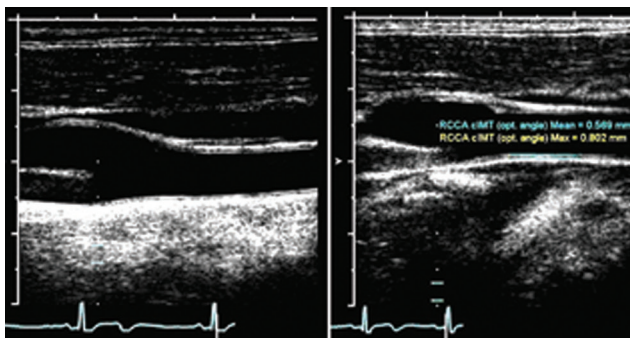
Logiciel embarqué sur l'échographe.
